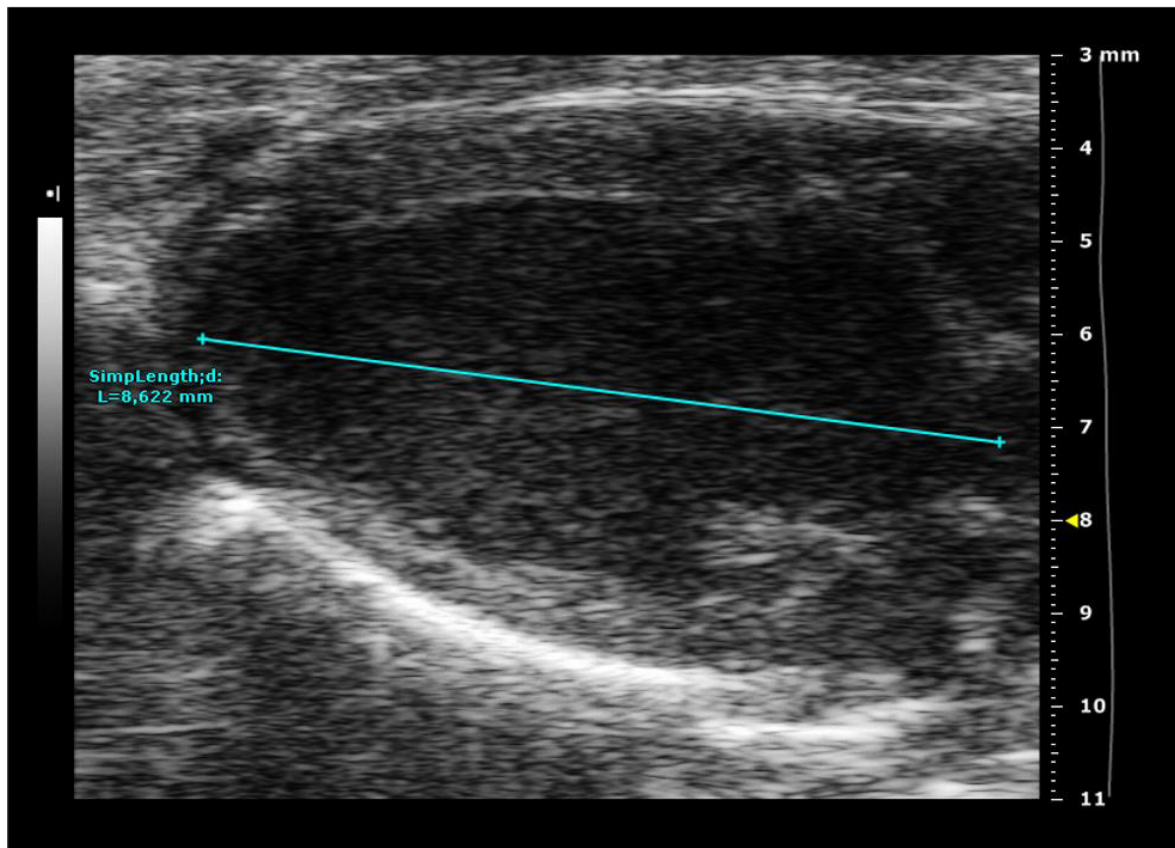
Messung der Länge des linken Ventrikels in der parasternalen langen Achse (PSLA). Dargestellt ist eine exemplarische B-Mode Aufnahme der PSLA des linken Ventrikels in der Diastole zur Messung der Ventrikellänge in mm.
